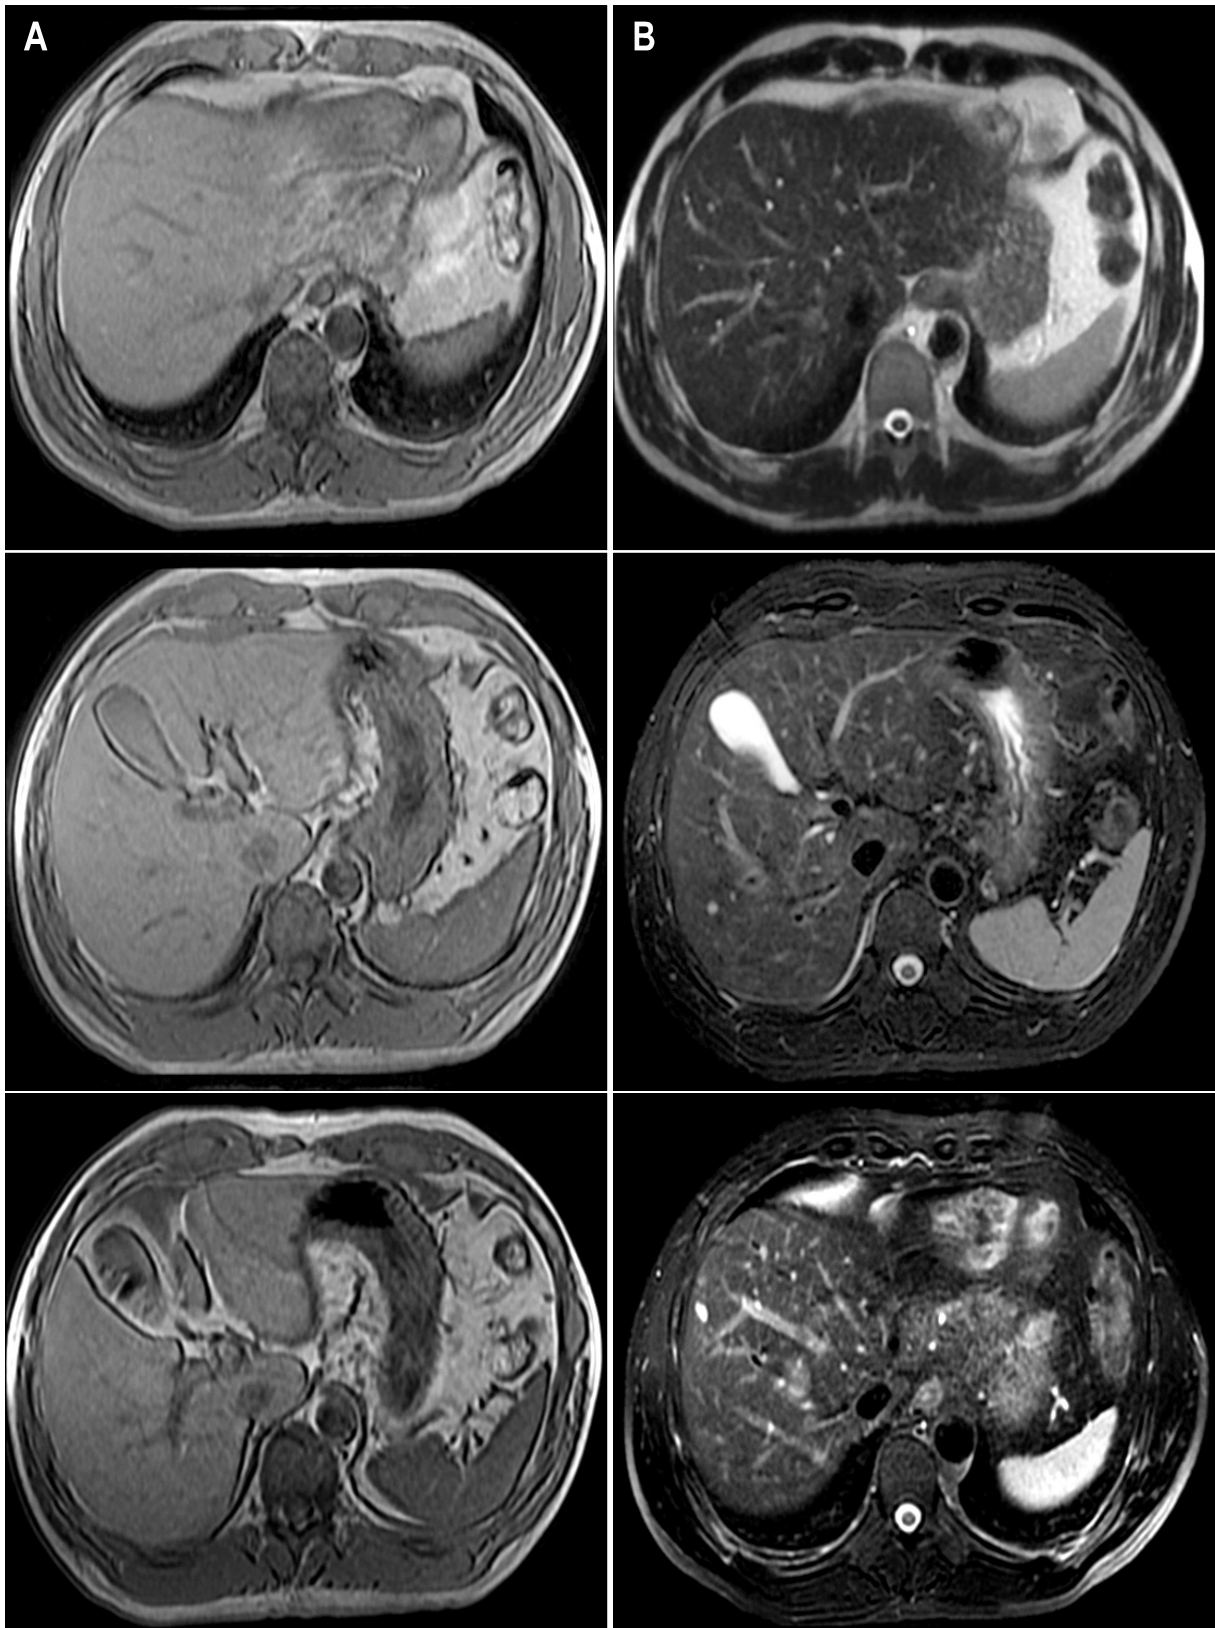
MRI images. (A) There were multiple iso to low signal intensity lesions at both lobes in T1WI. (B) Multiple small scattered lesions showed high signal intensity in T2WI. They suggested possibility of malignancy.
